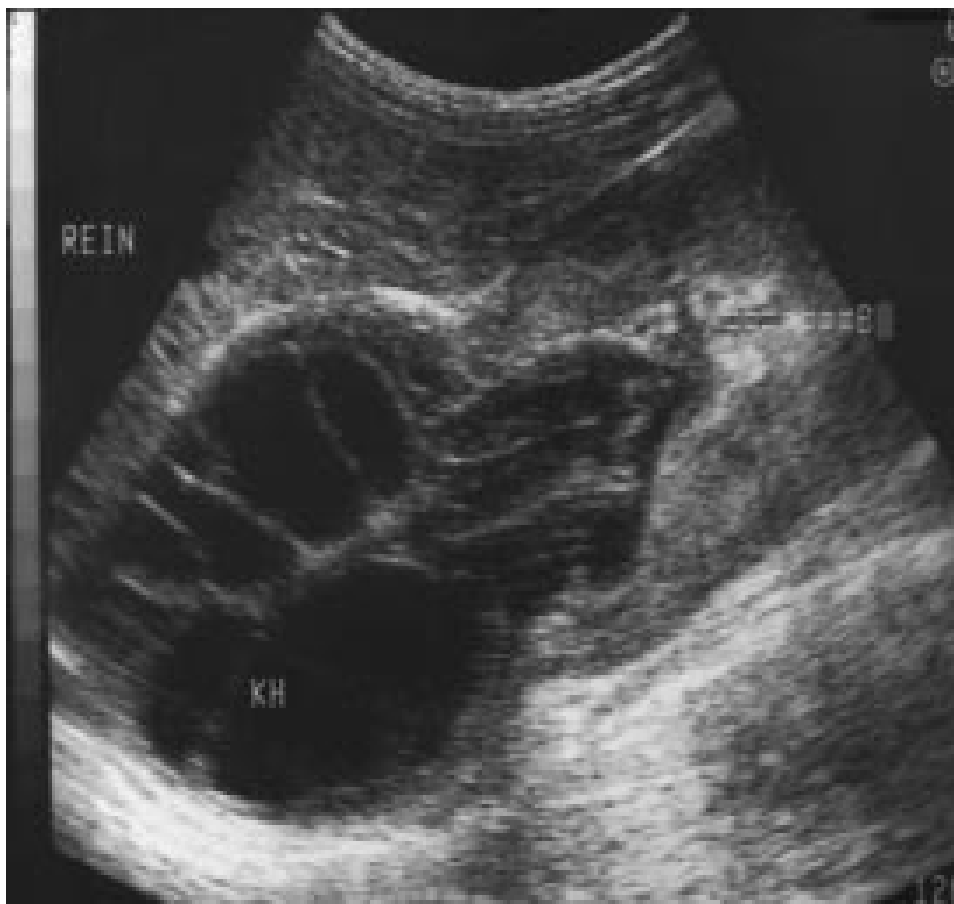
Échographie rénale droite. Kyste hydatique rénal polaire supérieur fistulisé dans les voies excrétrices [2].
